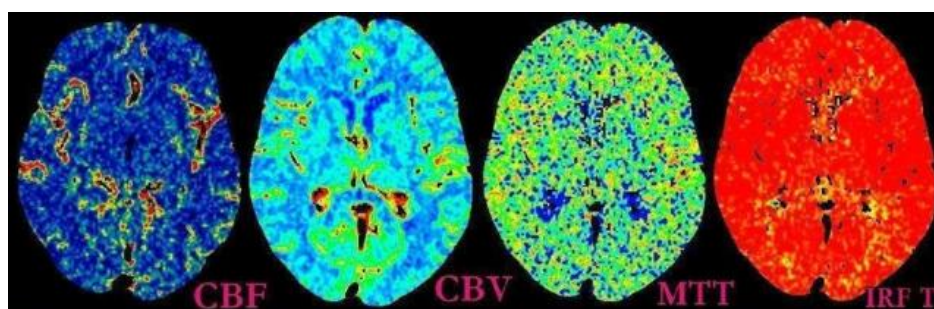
Томограма головного мозку людини (МР – перфузія)
